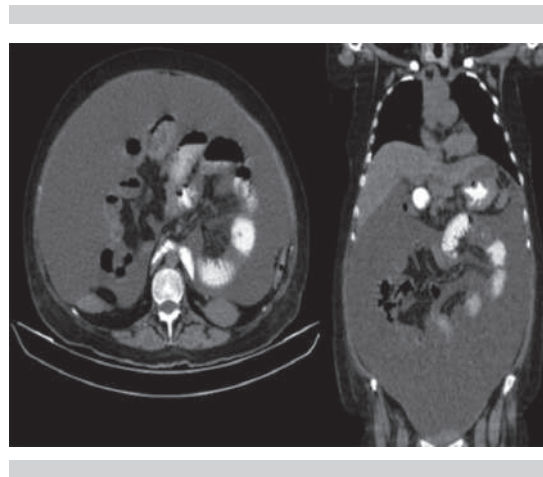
Tomografía de abdomen con contraste oral, corte axial y coronal, que muestra abundante líquido en la cavidad abdominal.
